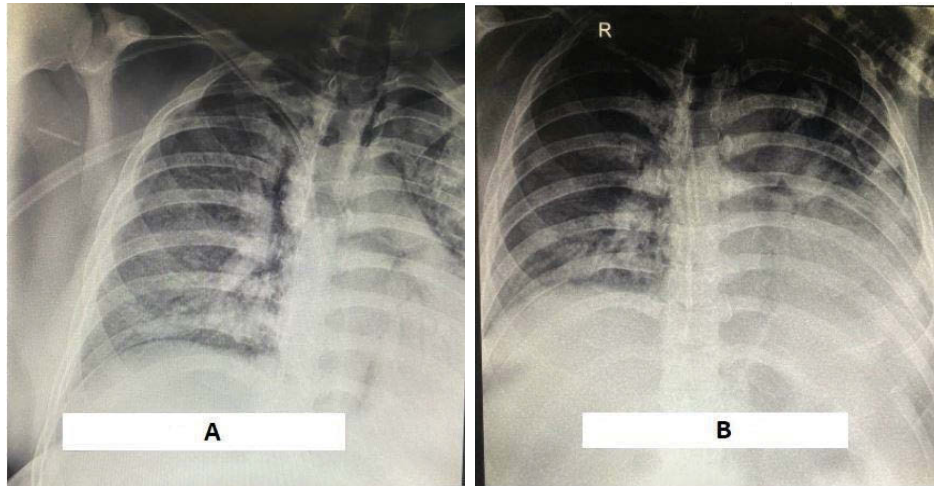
Рентгенологічні знімки пацієнта з COVID-19 з клінічного випадку №1: стан на момент госпіталізації (А), на сьому добу після введення ВВІГ (В).
